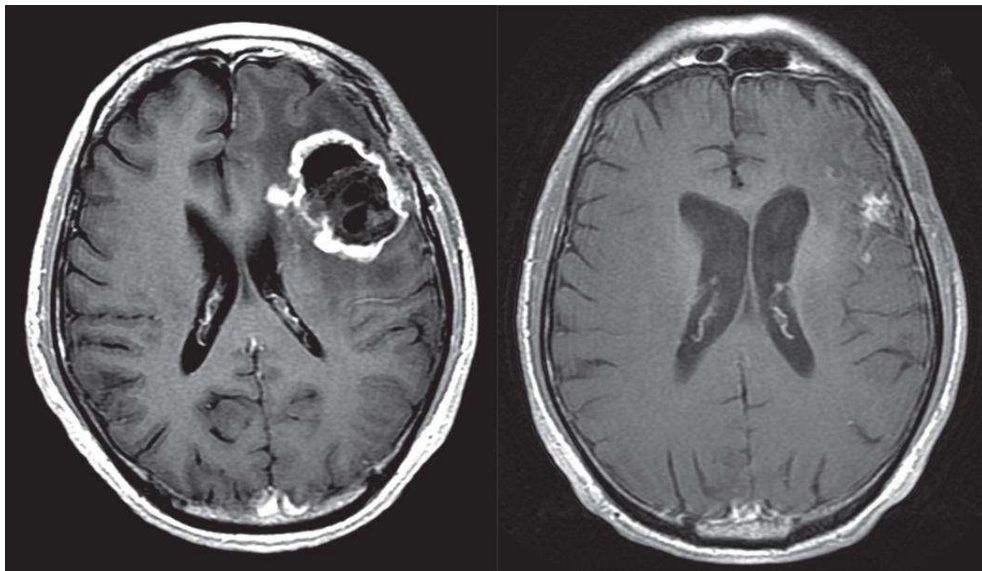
Réponse IRM au cilengitide. Clichés d'imagerie par résonance magnétique pondérée en T1 après injection de gadolinium. Réponse partielle après traitement par cilengitide chez un patient porteur d'une récurrence de glioblastome multiforme (D'après Reardon *et al.* 2008).
